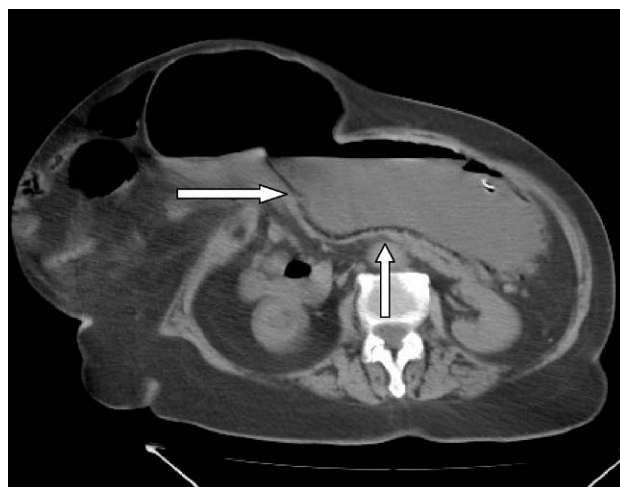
Tomografía computarizada abdominal sin contraste. Neumatosis de las paredes gástricas.
